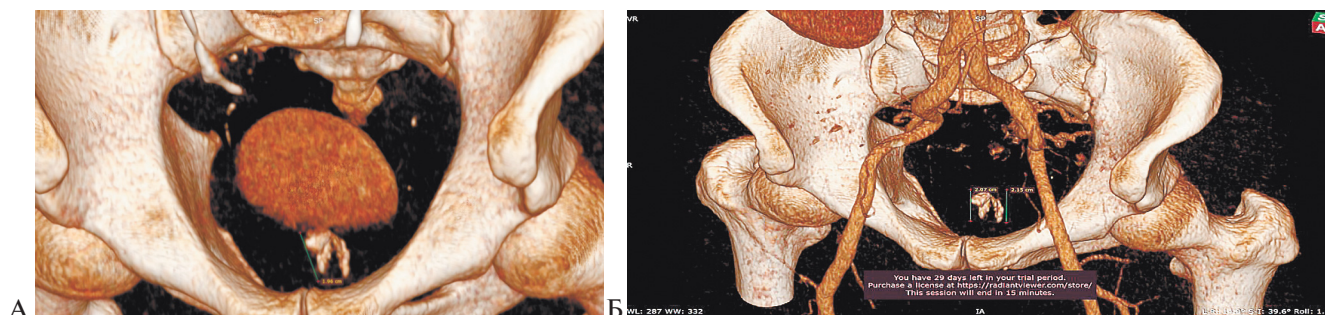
А, Б. – МСКТ органов малого таза. Визуализируются конкременты в проекции предстательной железы
